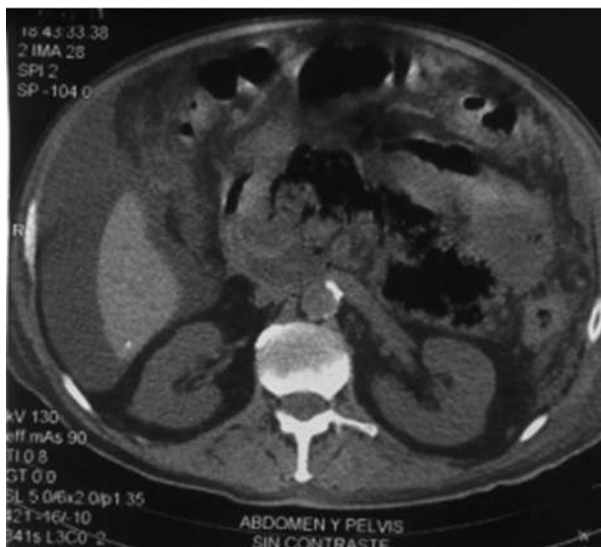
Tomografía computarizada que muestra: pancreatitis aguda grave con necrosis infectada, aire en lecho pancreático y líquido libre en la cavidad abdominal
